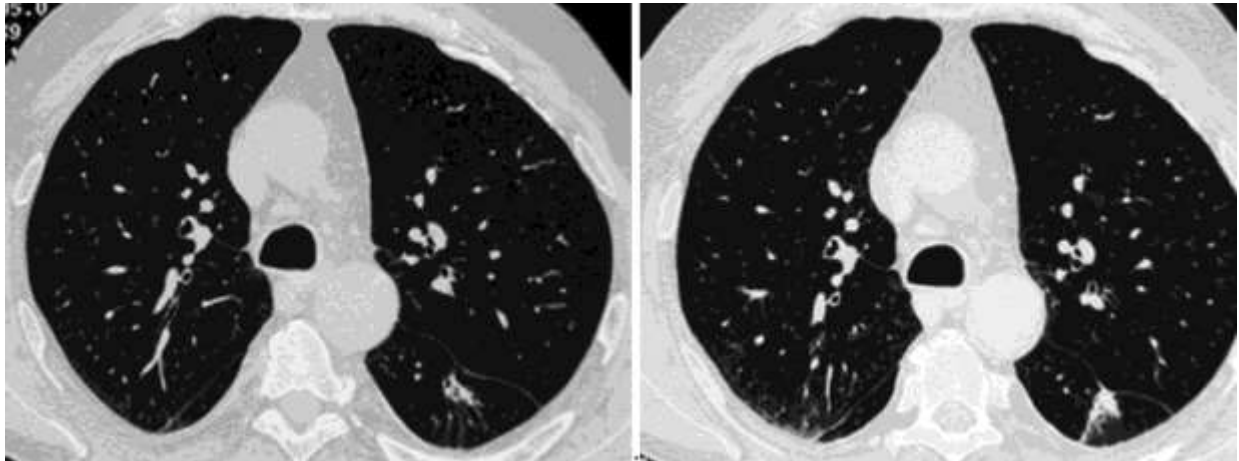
Nodule solide carcinomateux lobaire inférieur gauche. Notez la modification au cours d'une surveillance TDM à 6 mois : extension de l'opacité, attraction de la scissure, contours spiculés.
